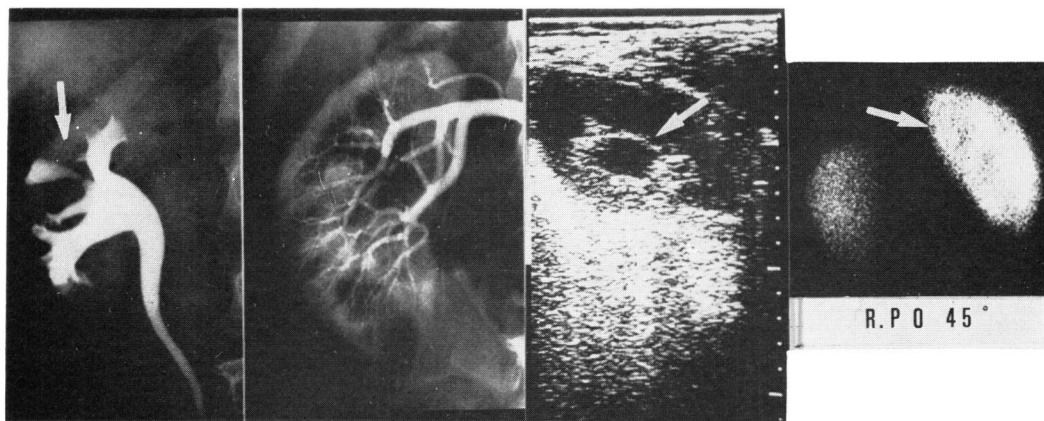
RP, selective right renal arteriography, ultrasonography and renal scintigram in the right oblique position in case 4.
